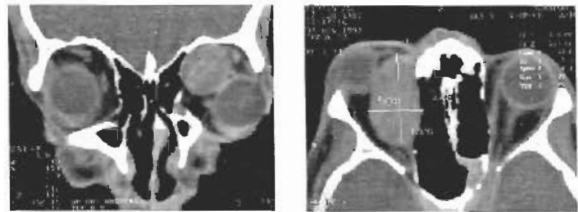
TC órbitas: aumento da dimensão da massa intraorbitária.
